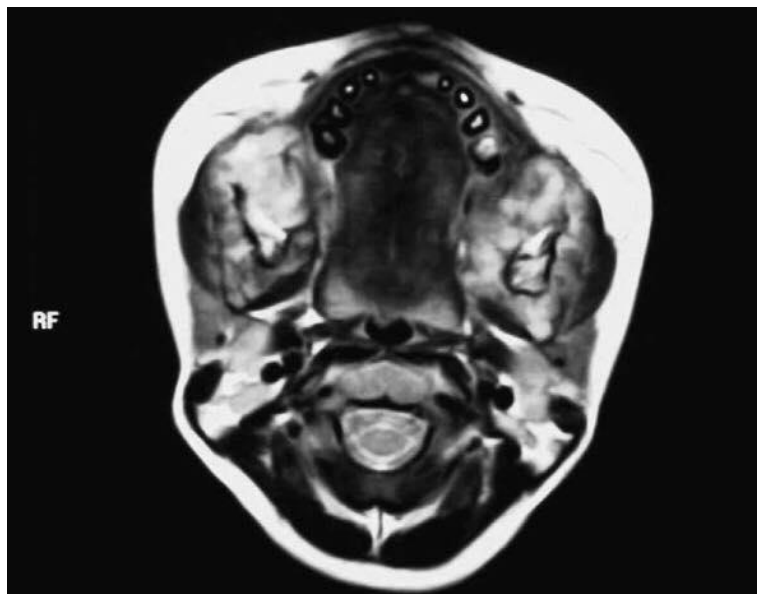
Resonancia magnética donde se observa las lesiones en tejidos blandos que involucran la mandíbula bilateralmente.
